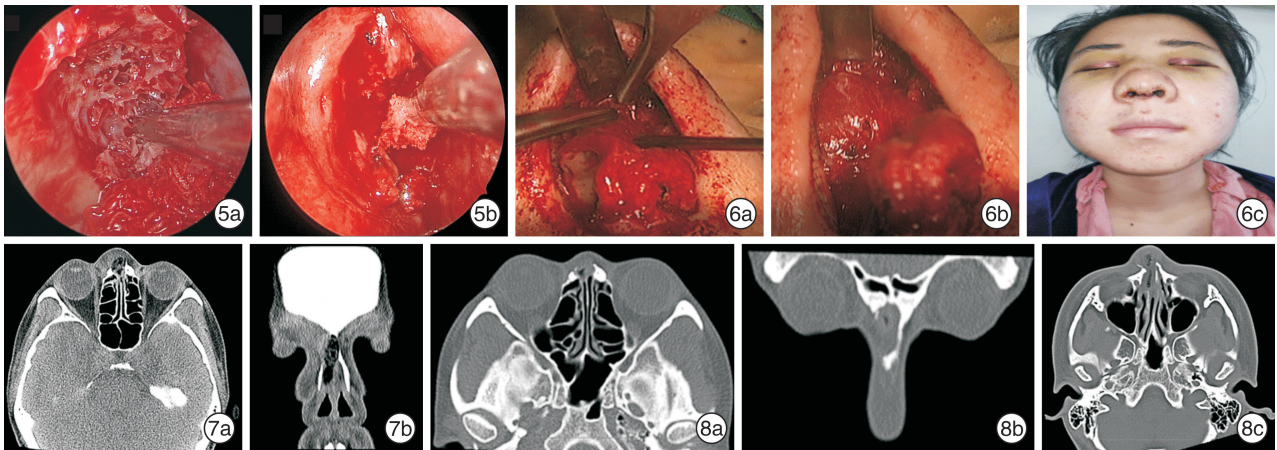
JOF 在鼻内镜下的表现 5a:JTOF;5b:JPOF; 图 6 鼻小柱-鼻翼“蝶形”手术切口患者术中及术后情况 6a:鼻小柱-鼻翼“蝶形”切口演示;6b:鼻小柱-鼻翼“蝶形”切口直视下骨化纤维瘤;6c:术后 1 周表现; 图 7 鼻内镜下手术切除患者术后鼻窦 CT 检查 未见肿瘤复发,术区可见软组织影填充(7a:轴位,7b:冠状位); 图 8 鼻小柱-鼻翼“蝶形”切口手术切除患者术后鼻窦 CT 所见 未见肿瘤复发(8a:鼻窦 CT 轴位,8b:鼻骨 CT 轴位,8c:鼻窦 CT 轴位)。
